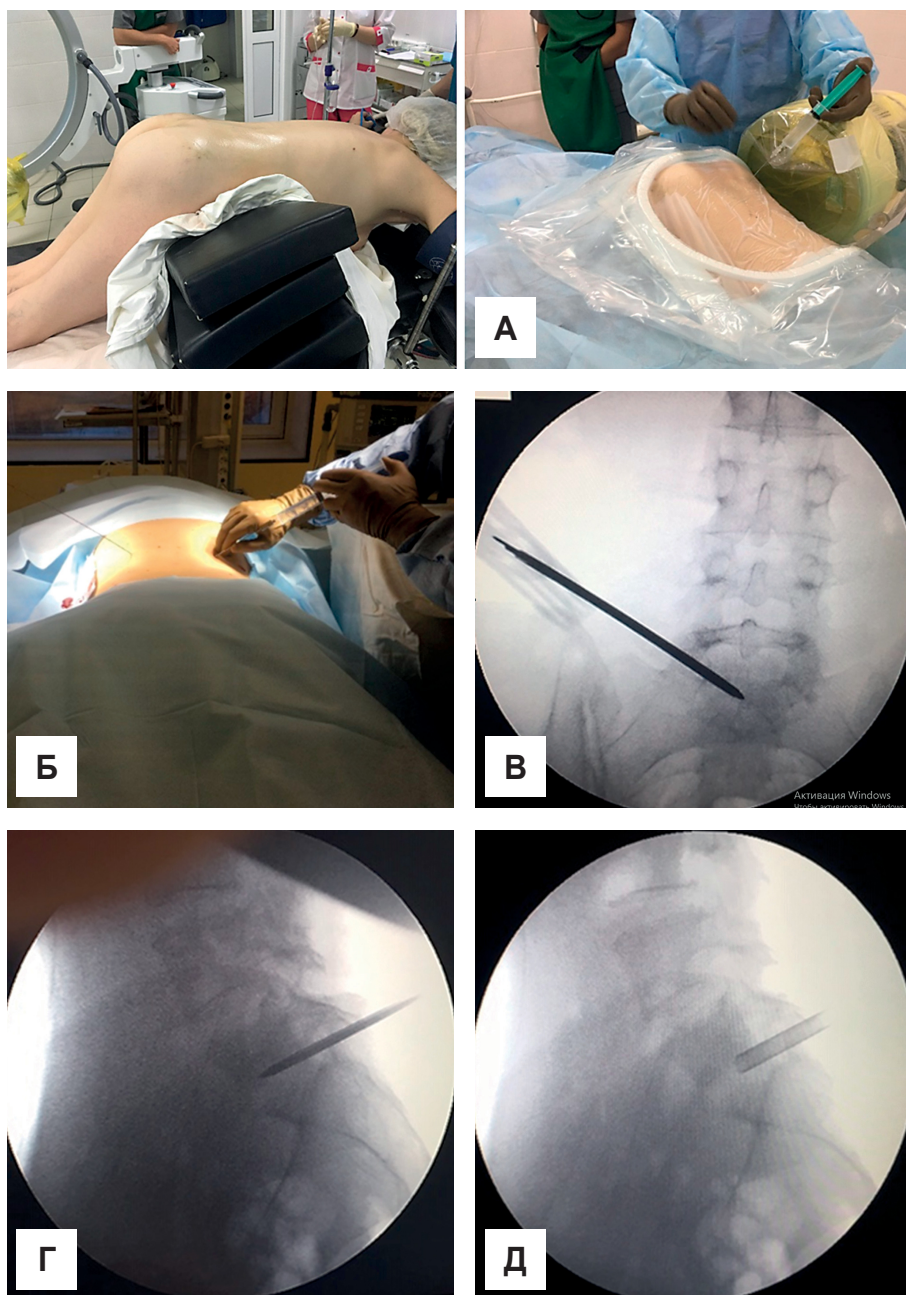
Положение пациента на операционном столе. Этапы установки рабочего порта в пораженный гнойным процессом межпозвонковый диск L5-S1: А – определение уровня пораженного межпозвонкового диска, введение пункционной иглы под рентгенологическим контролем; Б – этап установки проводника через пункционную иглу; В – установка по проводнику тубулярных ретракторов (вид установленного ретрактора в прямой проекции); Г – вид установленного тубулярного ретрактора в боковой проекции; Д – вид рабочего порта в боковой проекции после извлечения тубулярных ретракторов.
